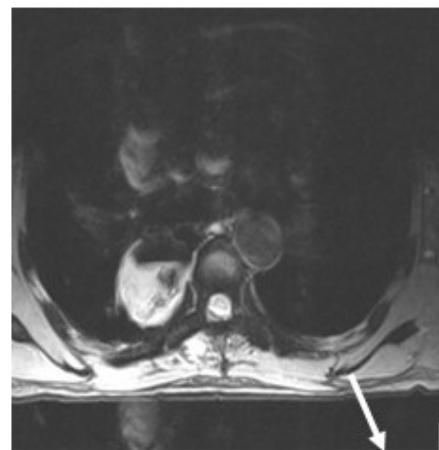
Resonancia Magnética medular dorsal. Secuencia T1.
